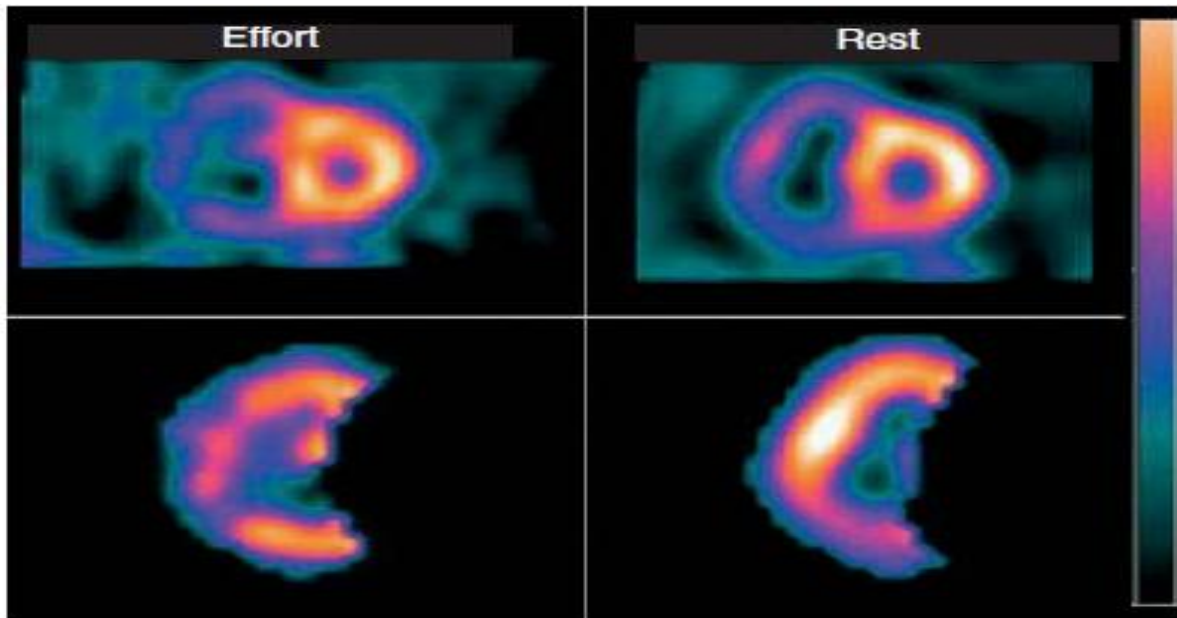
Étude cardiologie nucléaire utilisant la tomodensitométrie avec émission d'un photon unique (SPECT) chez un patient avec un IDM étendu au VD. On note une dilatation importante du VD à la fois au repos et à l'effort. Au repos il ya une hypoperfusion de la paroi inférieure, tandis que à l'effort la région de l'hypoperfusion s'étend vers la paroi latérale, indiquant une ischémie à ce site.
